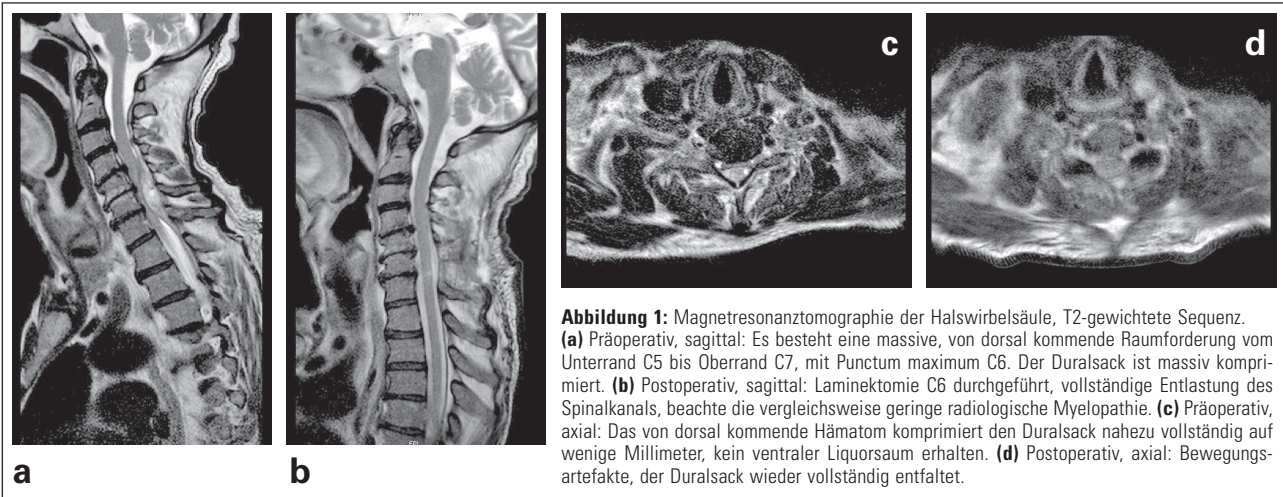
Magnetresonanztomographie der Halswirbelsäule, T2-gewichtete Sequenz. (a) Präoperativ, sagittal: Es besteht eine massive, von dorsal kommende Raumforderung vom Unterrand C5 bis Oberrand C7, mit Punctum maximum C6. Der Duralsack ist massiv komprimiert. (b) Postoperativ, sagittal: Laminektomie C6 durchgeführt, vollständige Entlastung des Spinalkanals, beachte die vergleichsweise geringe radiologische Myelopathie. (c) Präoperativ, axial: Das von dorsal kommende Hämatom komprimiert den Duralsack nahezu vollständig auf wenige Millimeter, kein ventraler Liquorsaum erhalten. (d) Postoperativ, axial: Bewegungsartefakte, der Duralsack wieder vollständig entfaltet.
